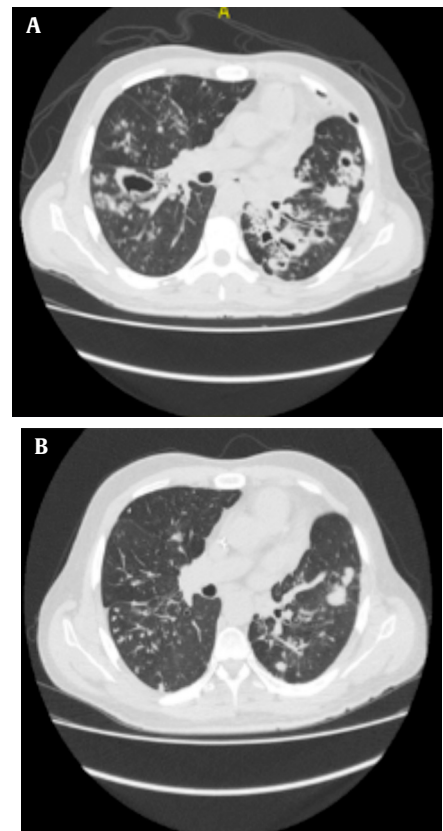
A) TACAR inicial. Se observan componente parenquimatoso bilateral de predominio en lóbulos superiores, cavernas bilaterales asociadas. Con desplazamiento del mediastino secundario a retracción pro afelectasía. B) TACAR final. Patrón en árbol en gemación subpleural regiones basales y posteriores lóbulos pulmonares inferiores bilaterales. Bronquiectasias varicosas en regiones inferiores. Disminución de cavernas con respecto a Tomografía inicial.
